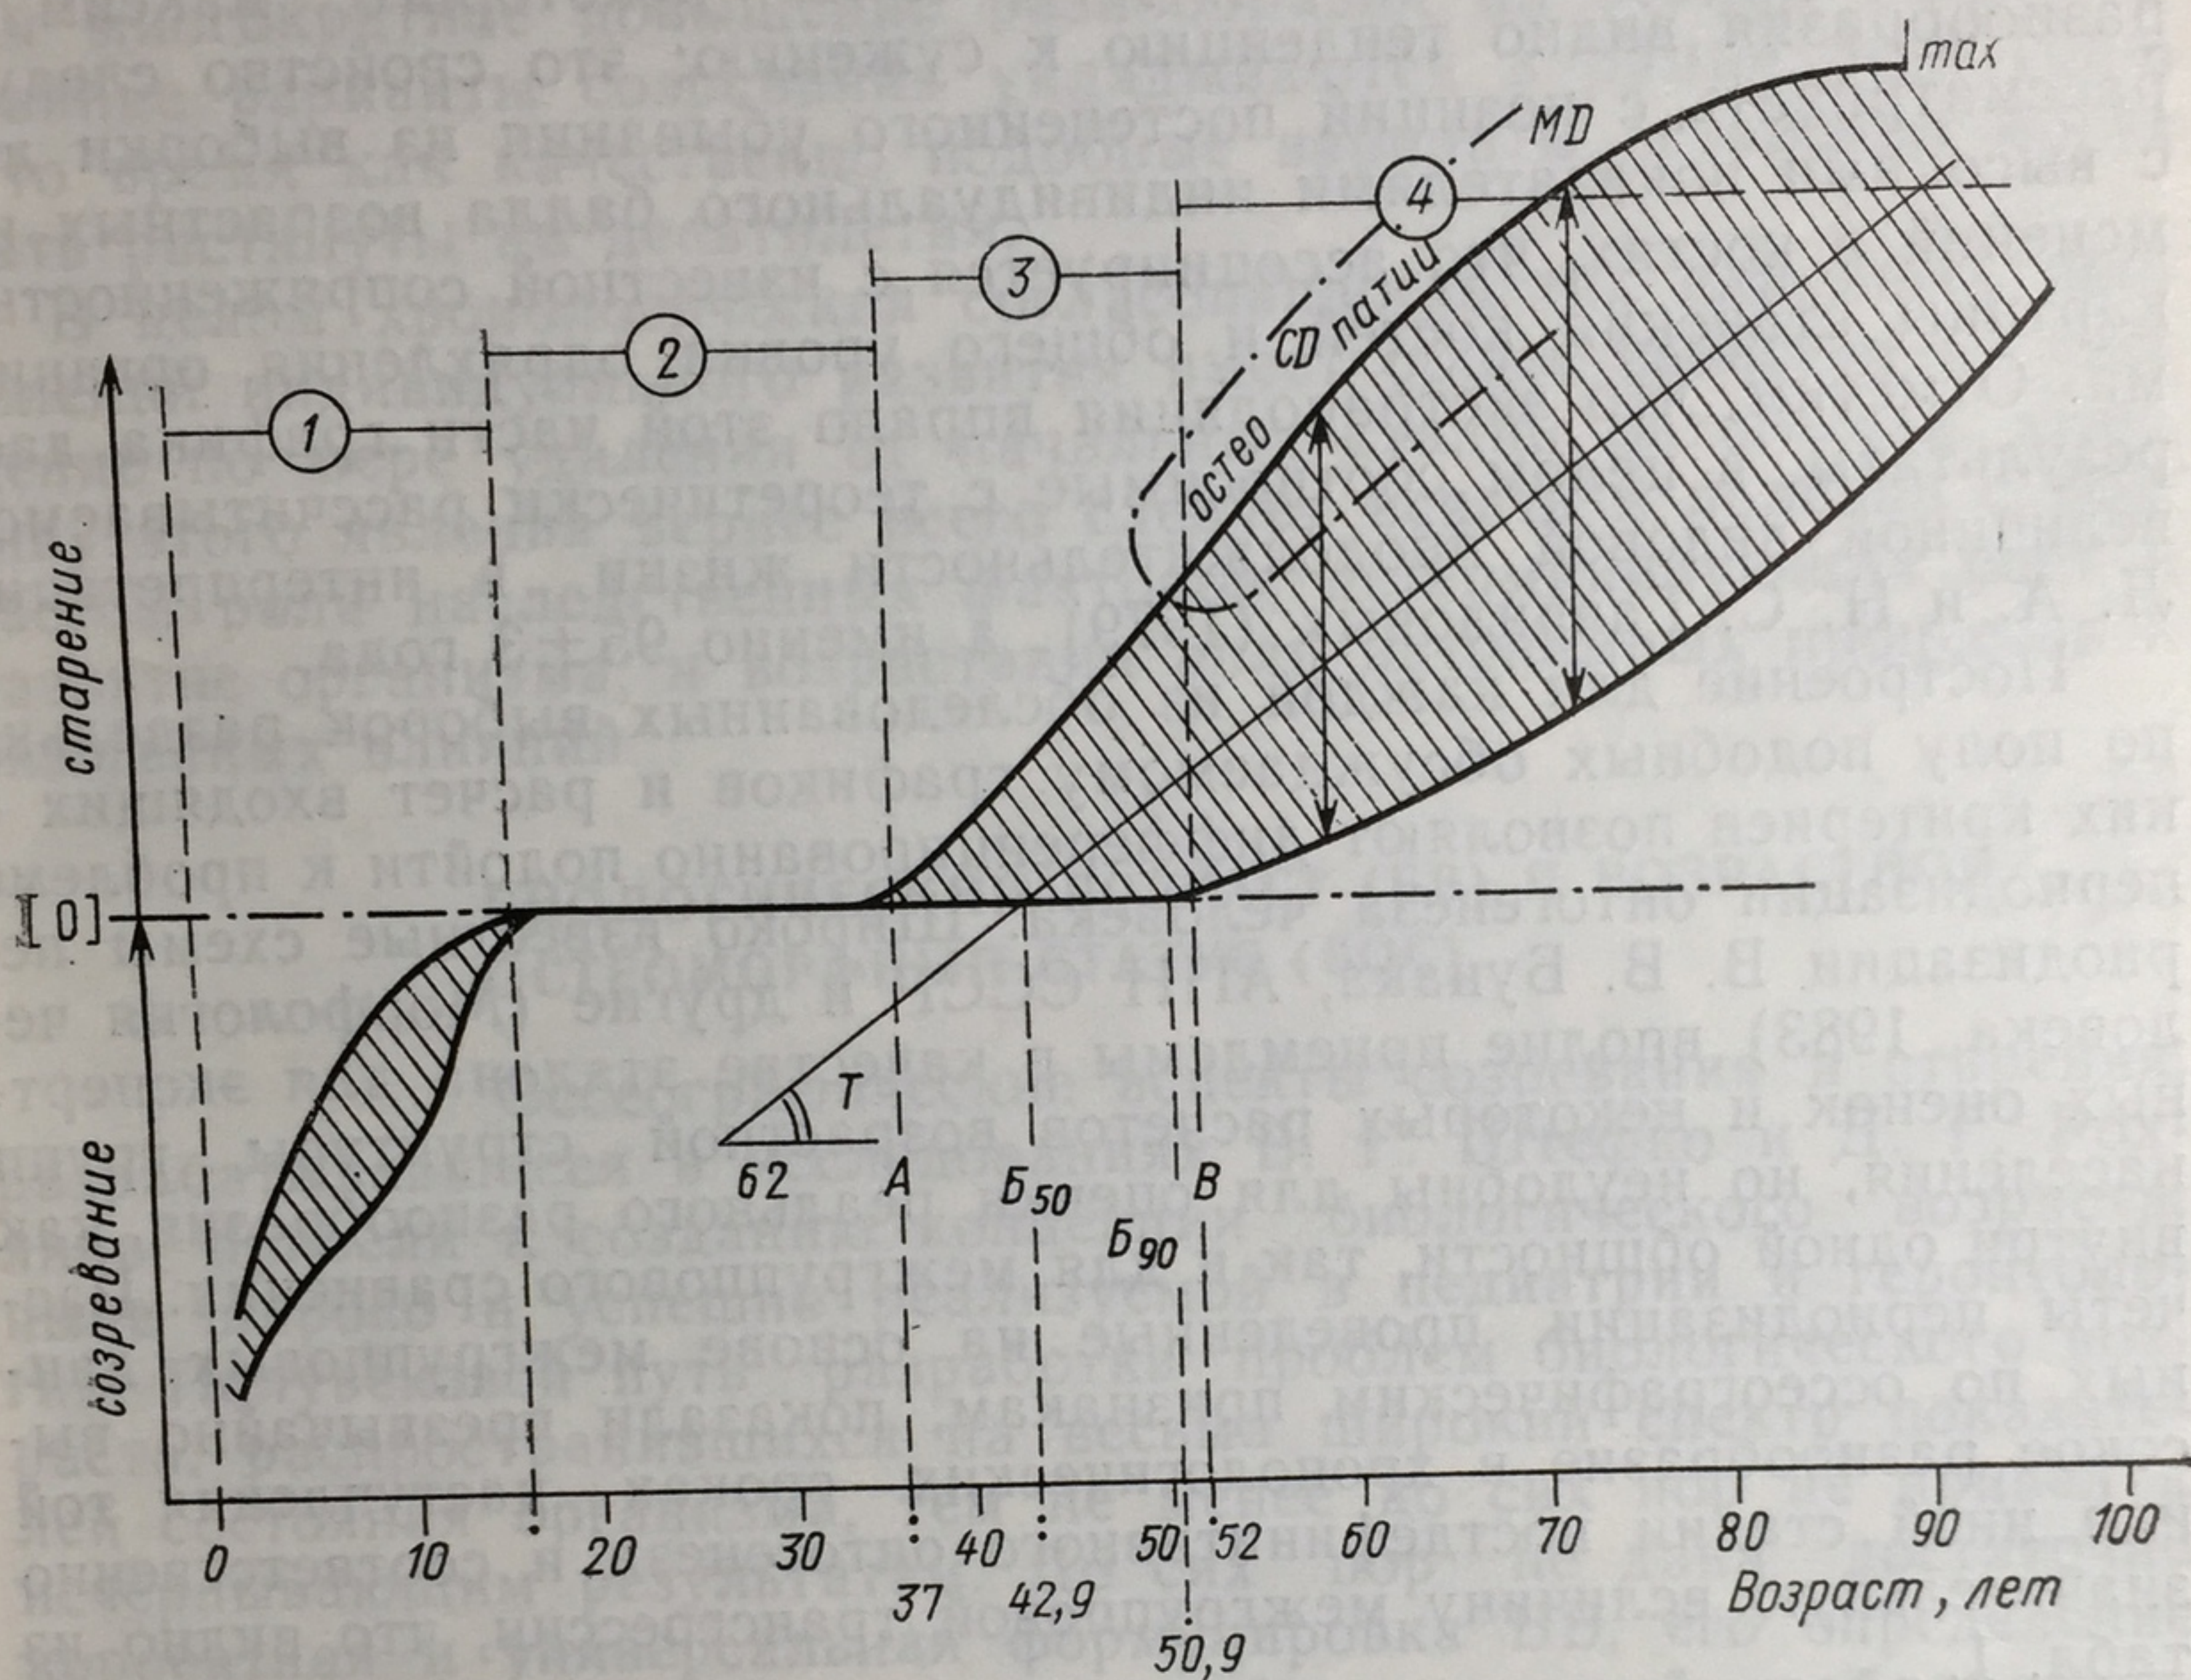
Групповой профиль возрастной остеоморфной динамики и периодизация онтогенеза по оссеографическим признакам на примере грузин-имеретин с. Алисубани Тержолского р-на Грузинской ССР. Пояснения в тексте
